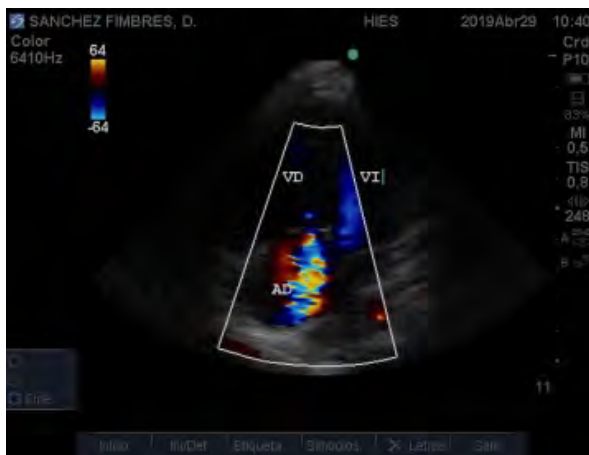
Ecocardiograma. Se observa obstrucción en cavidad ventricular derecha por banda muscular hipertrófica
